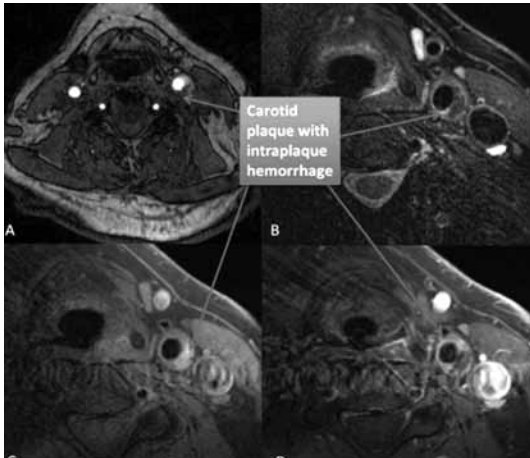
High resolution MR imaging of carotid plaque with hemorrhage causing ischemic attacks.
